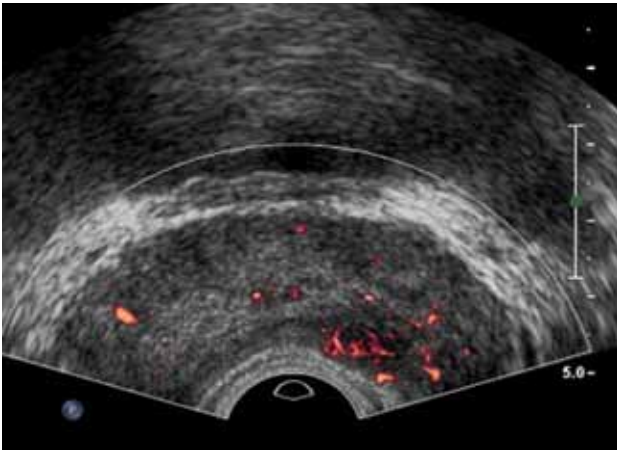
Increased vascularity of prostate cancer on transrectal ultrasound. Power Doppler image of 65-year-old man shows increased vascularity on low echoic lesion on left peripheral zone of prostate.
